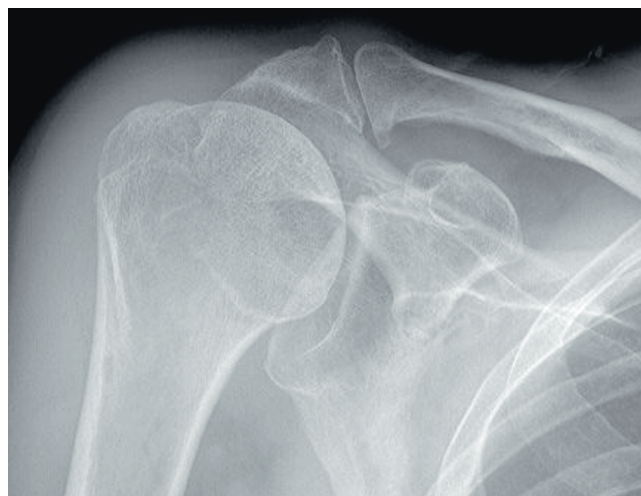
Рентгенография правого акромиально-ключичного сустава в косой проекции: сужена щель сустава; остеофиты на нижних краях суставных поверхностей ключицы и акромиального отростка лопатки. Заключение: остеоартрит правого акромиально-ключичного сустава 2-й стадии по Kellgren
